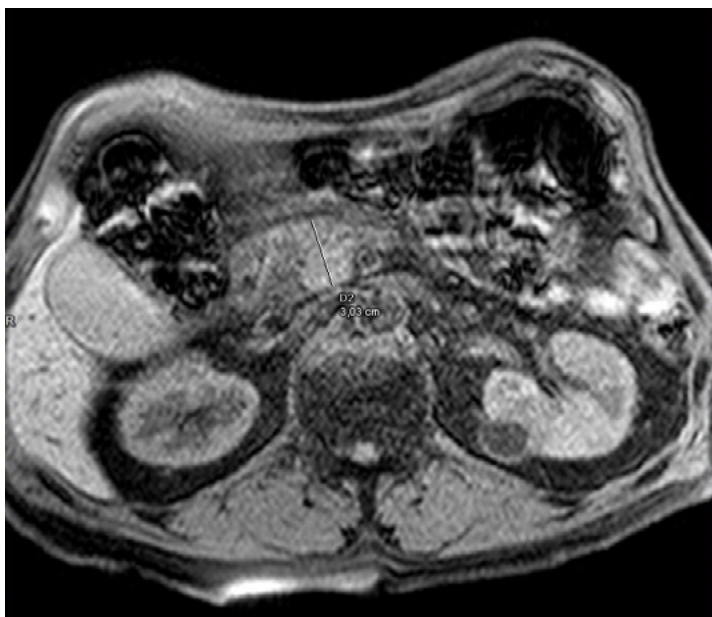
Magnetic resonance of the pancreas. Focal lesion within the head of the pancreas
